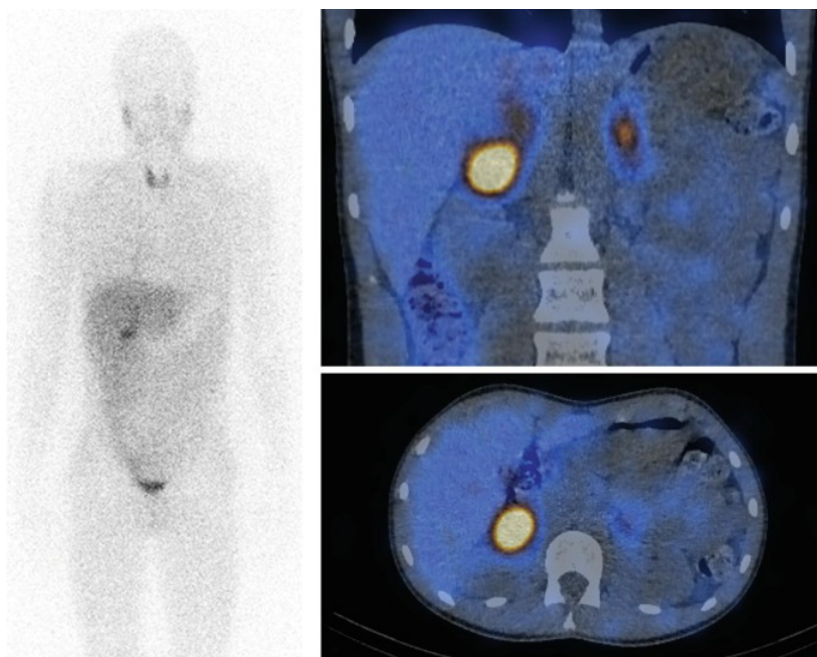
Images de fusion d'un phéochromocytome surrénalien gauche confirmé au SPECT
